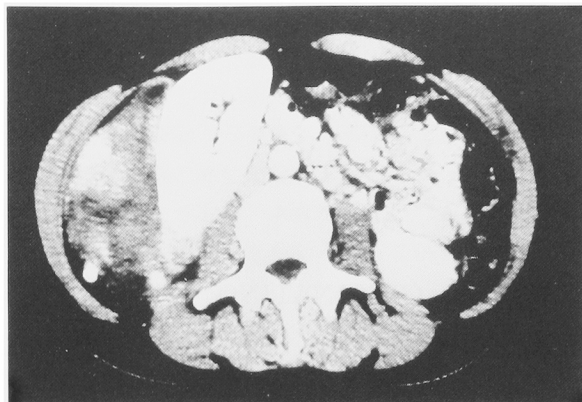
Abdominal CT scan demonstrated a right retroperitoneal tumor in contact with the lateral part of the right kidney.
